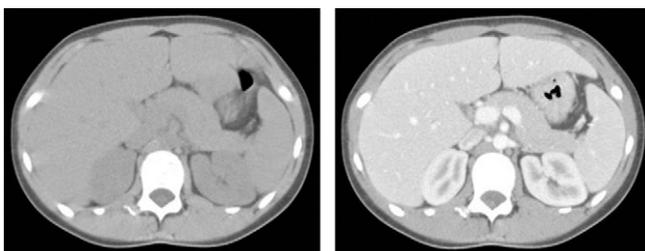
Coupes TDM au niveau de l'abdomen (sans injection de produit de contraste à gauche, avec injection de produit de contraste à droite).
